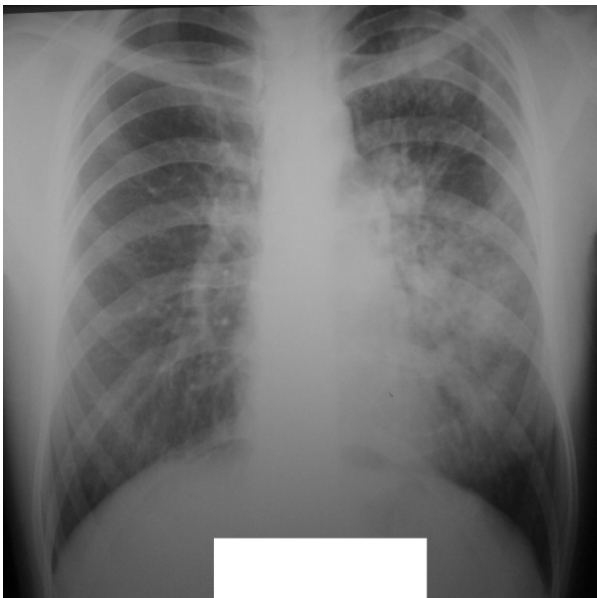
Оглядова рентгенограма хворої Я. до лікування.
